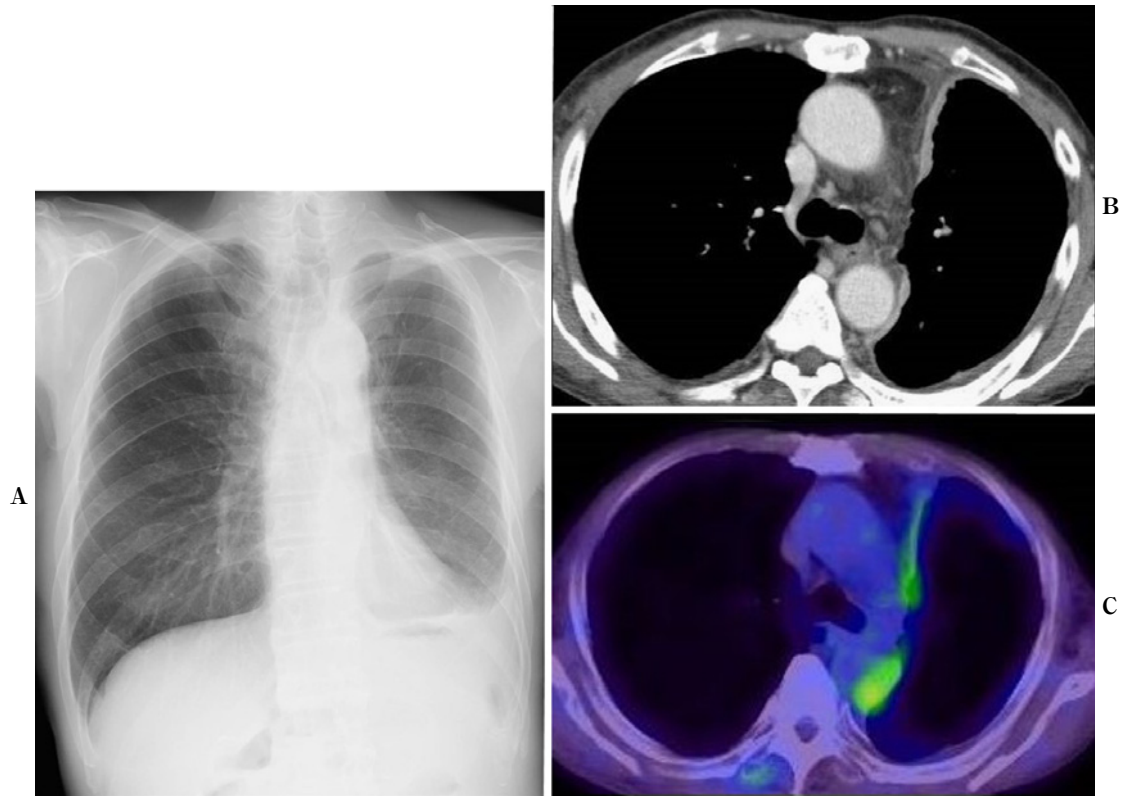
A. A chest X-ray showing the decreased lung volume and thick pleura on the left side. B. A Chest CT scan showing the thick pleura on the left mediastinum side. C. A PET-CT scan showing the accumulation of ^{18}F -FDG in the thick pleura.
